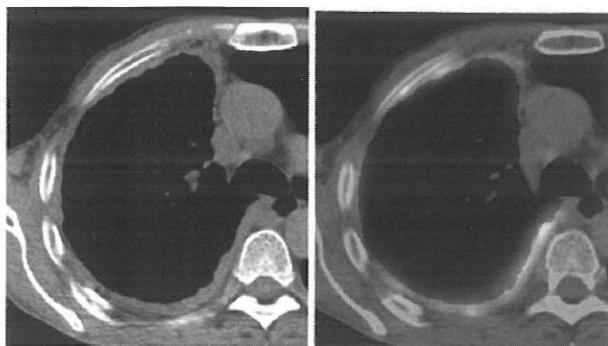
胸膜中皮腫T₂期のCT(左)とFDG-PET(右)
